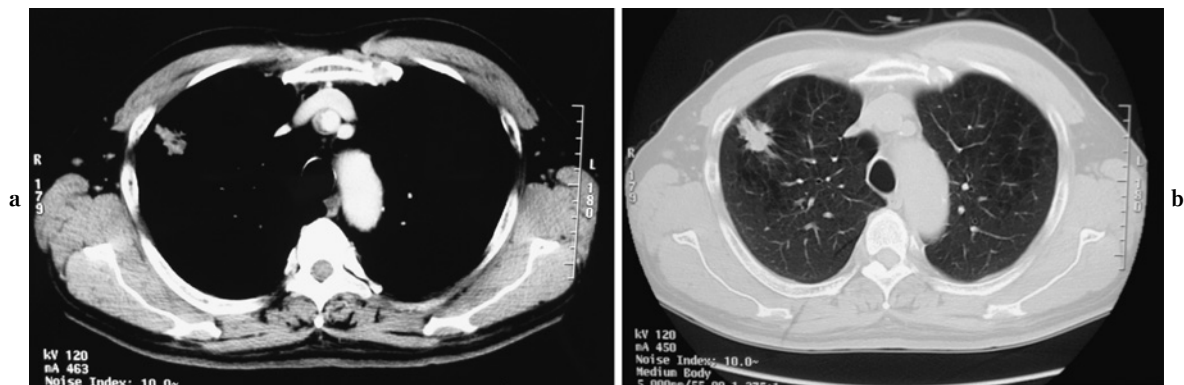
Chest computed tomography shows a 13×21 mm nodule with spiculation and pleural indentation in S³ of the right upper lobe. The mediastinal lymph nodes are not swollen (a: Mediastinal window, b: Lung window).
